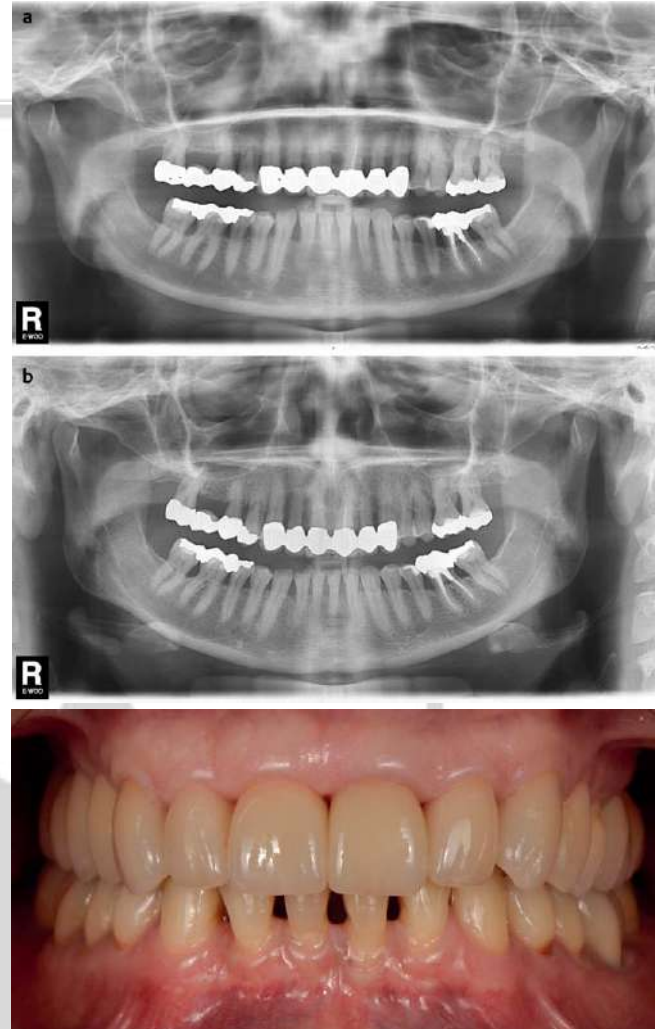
a, b Orthopantomogramm vor und nach der kieferorthopädischen Behandlung nach parodontaler Vorbehandlung und endodontischer Revision 36.
